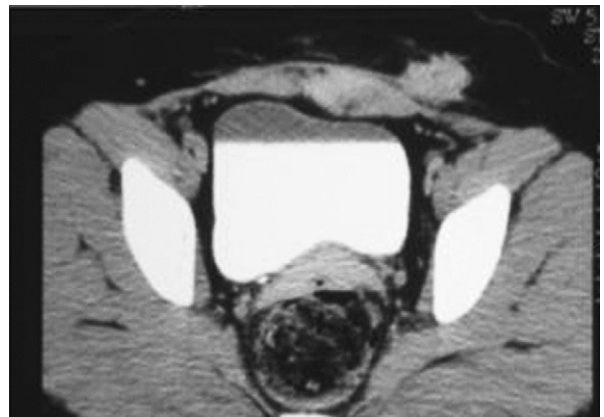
Tomografía computarizada abdominal que muestra imágenes de endometriomas de pared abdominal con su espiculación característica.
